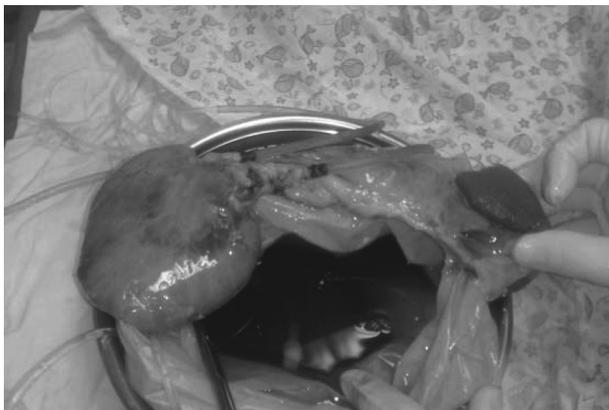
Гипотермическая машинная перфузия: канюлированы верхнебрыжеечная и селезеночная артерии
